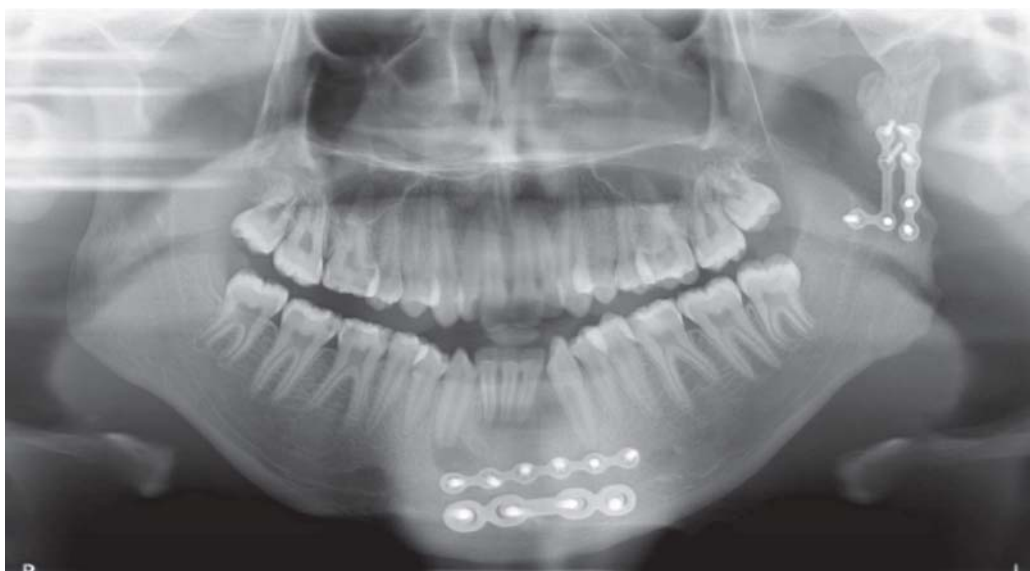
Radiografia panorâmica pós-cirúrgica
